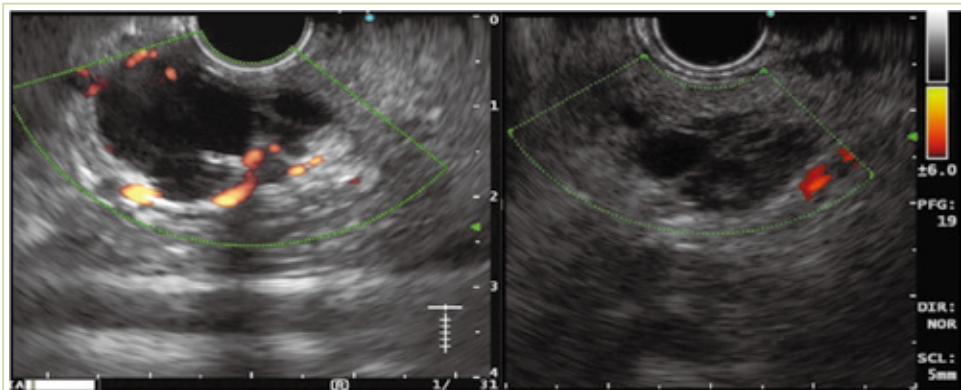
內視鏡超音波顯示一漿液性囊泡腺瘤（圖左），大大小小的囊泡間隔中可見血管穿越其間；另一管腔內乳突狀黏液性腫瘤（圖右），呈管狀的囊泡結構。
